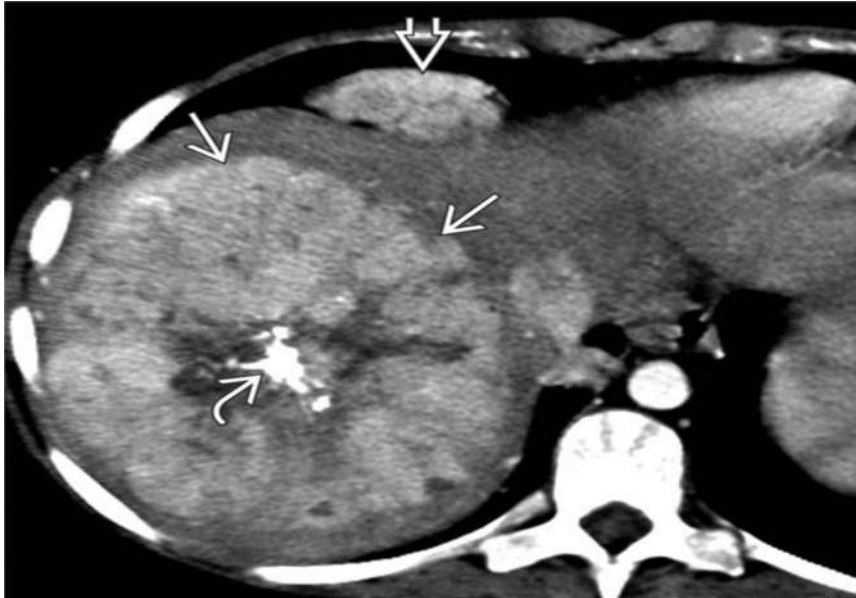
CT axial sugestivă pentru carcinom fibrolamelar: ➔ masă mare, heterogenă, ipervasculară, cu o cicatrice centrală mare, calcifiată ➔ și limfadenopatie cardiofrenică. ➔ (Arhivă autor)
